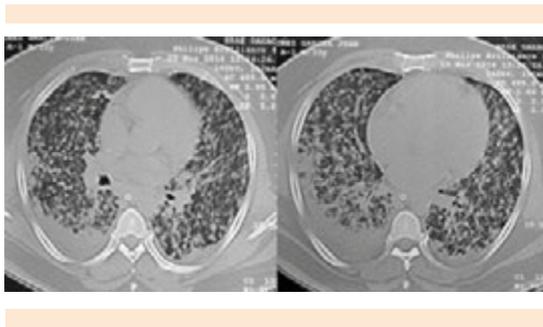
TAC simple de tórax.
